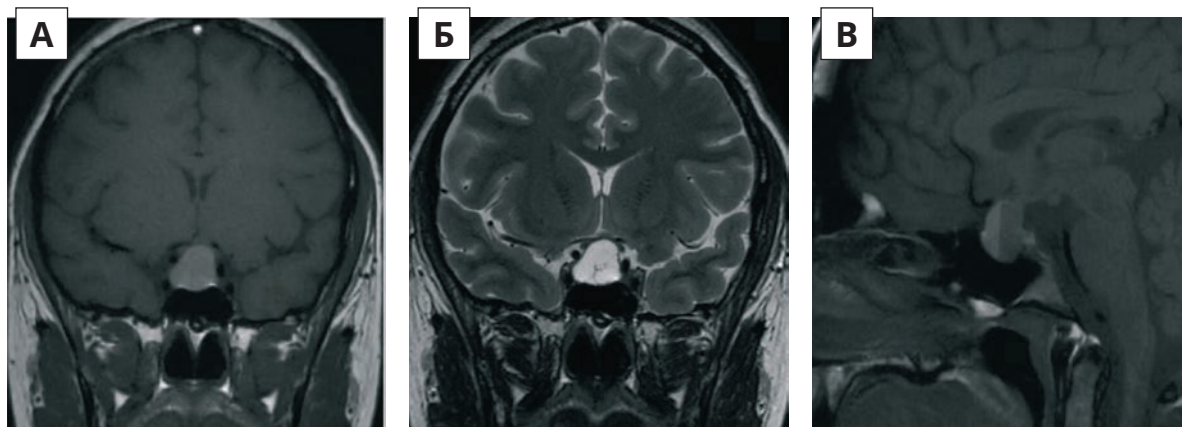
МРТ без контрасту: А – Т1-корональне зображення; Б – Т2-корональне зображення; В – Т1-сагітальне зображення (спостерігається збільшення розмірів пролактиноми до 17×21×13 мм, що стискає хіазму; рівень рідини на знімку підвищений, на Т1 – гіперінтенсивний, що вказує на кровотечу)
